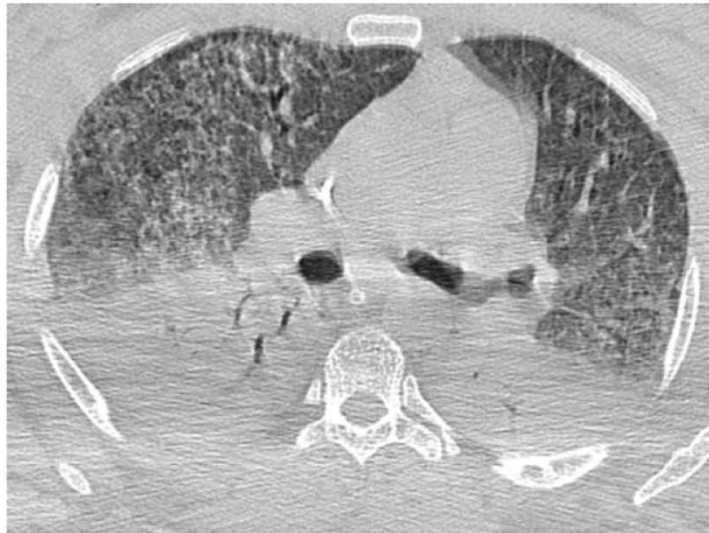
A 35-year-old man with leptospirosis. Computed tomography shows bilateral areas of consolidation in the lower lobes, with air bronchogram. Note also ground-glass opacities in both lungs.
